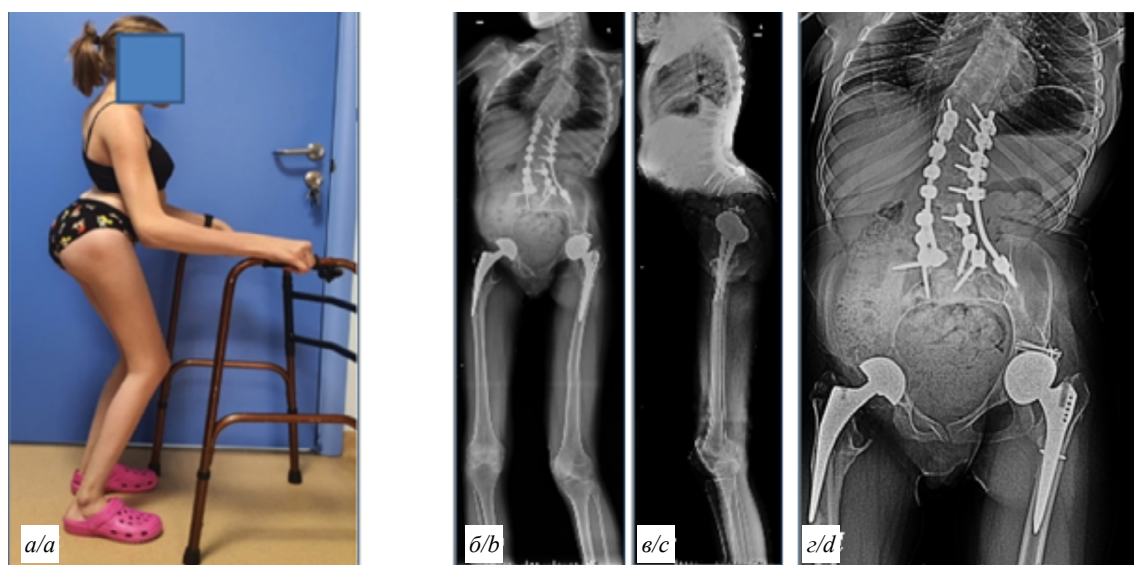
Вид больной (а) и постуральные рентгенограммы через 6 мес после эндопротезирования ТБС с двух сторон (б–д).
